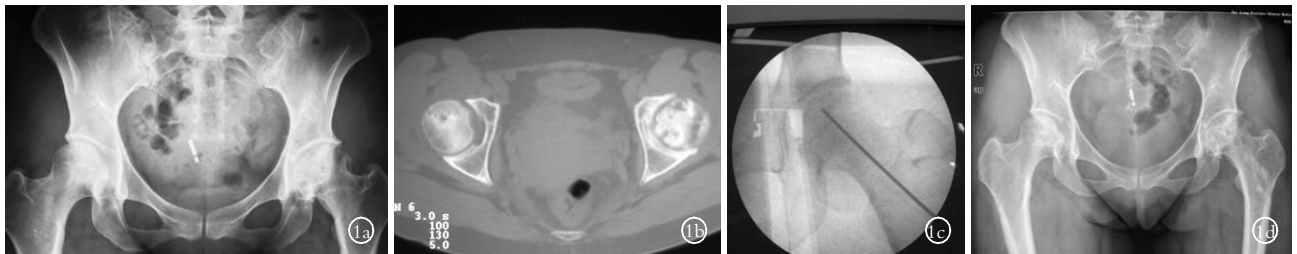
患者,女,39 岁,双侧股骨头坏死。左侧三通道髓芯钻孔减压技术加自体骨髓干细胞、DBM 植入,右侧经皮自体骨髓干细胞灌注术 1a. 术前 X 线片示双侧股骨头坏死 1b. 术前 CT 示双侧股骨头坏死 1c. 术中穿刺 1d. 术后半年随访股骨头坏死改善
